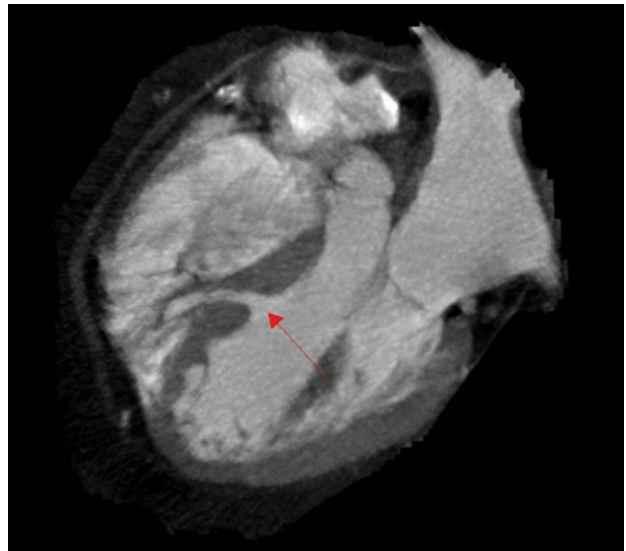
Comunicación interventricular (CIV) muscular (flecha roja) diagnosticada incidentalmente en un paciente al que se le realizó una tomografía computarizada con multidetectores para estudio de enfermedad coronaria. La reconstrucción multiplanar en 4 cámaras muestra una CIV muscular en el septo medio interventricular con diámetro en origen de 8 mm y área estimada de 8,2 cm².
